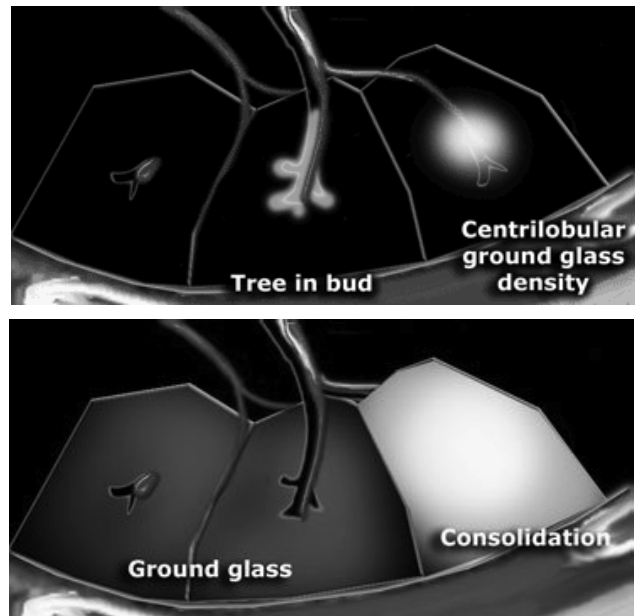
Визначення положення вогнищ до елементів вторинної легеневої часточки на основі комп'ютерної томографії (КТ).
